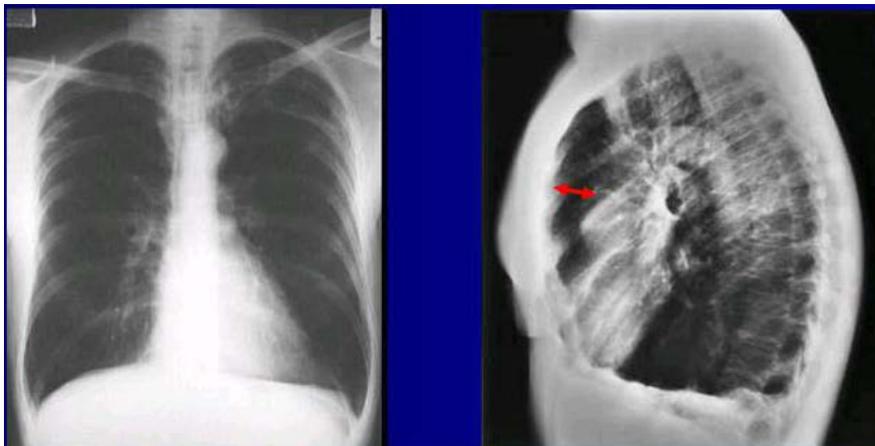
Рентгенограмма больного с ХОБЛ. На рентгенограммах видно обеднение легочного рисунка, расширение ретростерального пространства и признаки гиперинфляции
